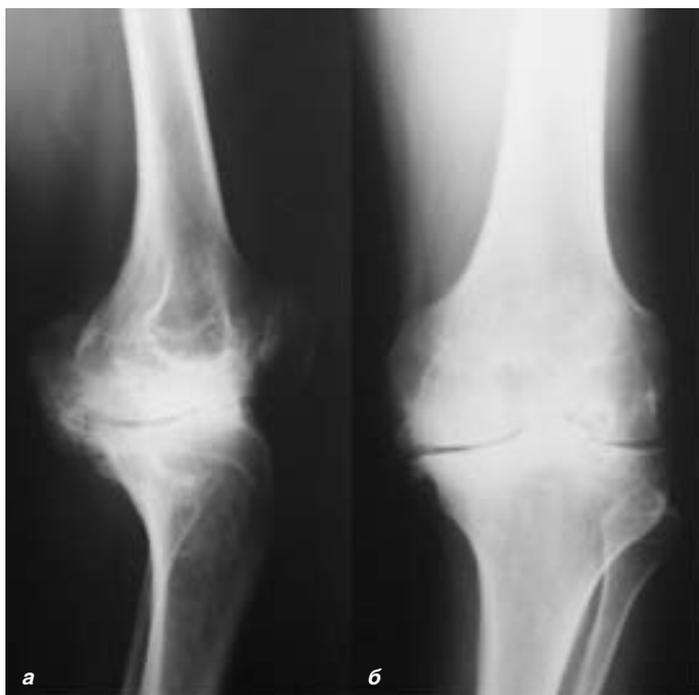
Рентгенограммы левого коленного сустава у пациента с ингибиторной формой гемофилии А и артропатией левого коленного сустава IV стадии, 50 лет (наблюдение №4). Выраженное сужение суставной щели, признаки разрушения хряща, разрушение медиального мыщелка большеберцовой кости, множественные краевые остеофиты.
